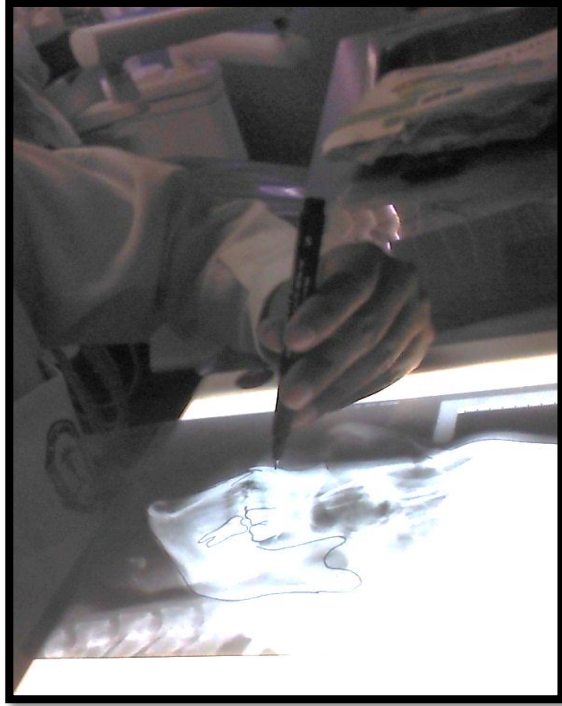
Calco en papel transparencia de la radiografía lateral del cráneo para el trazado de análisis de Ricketts.
